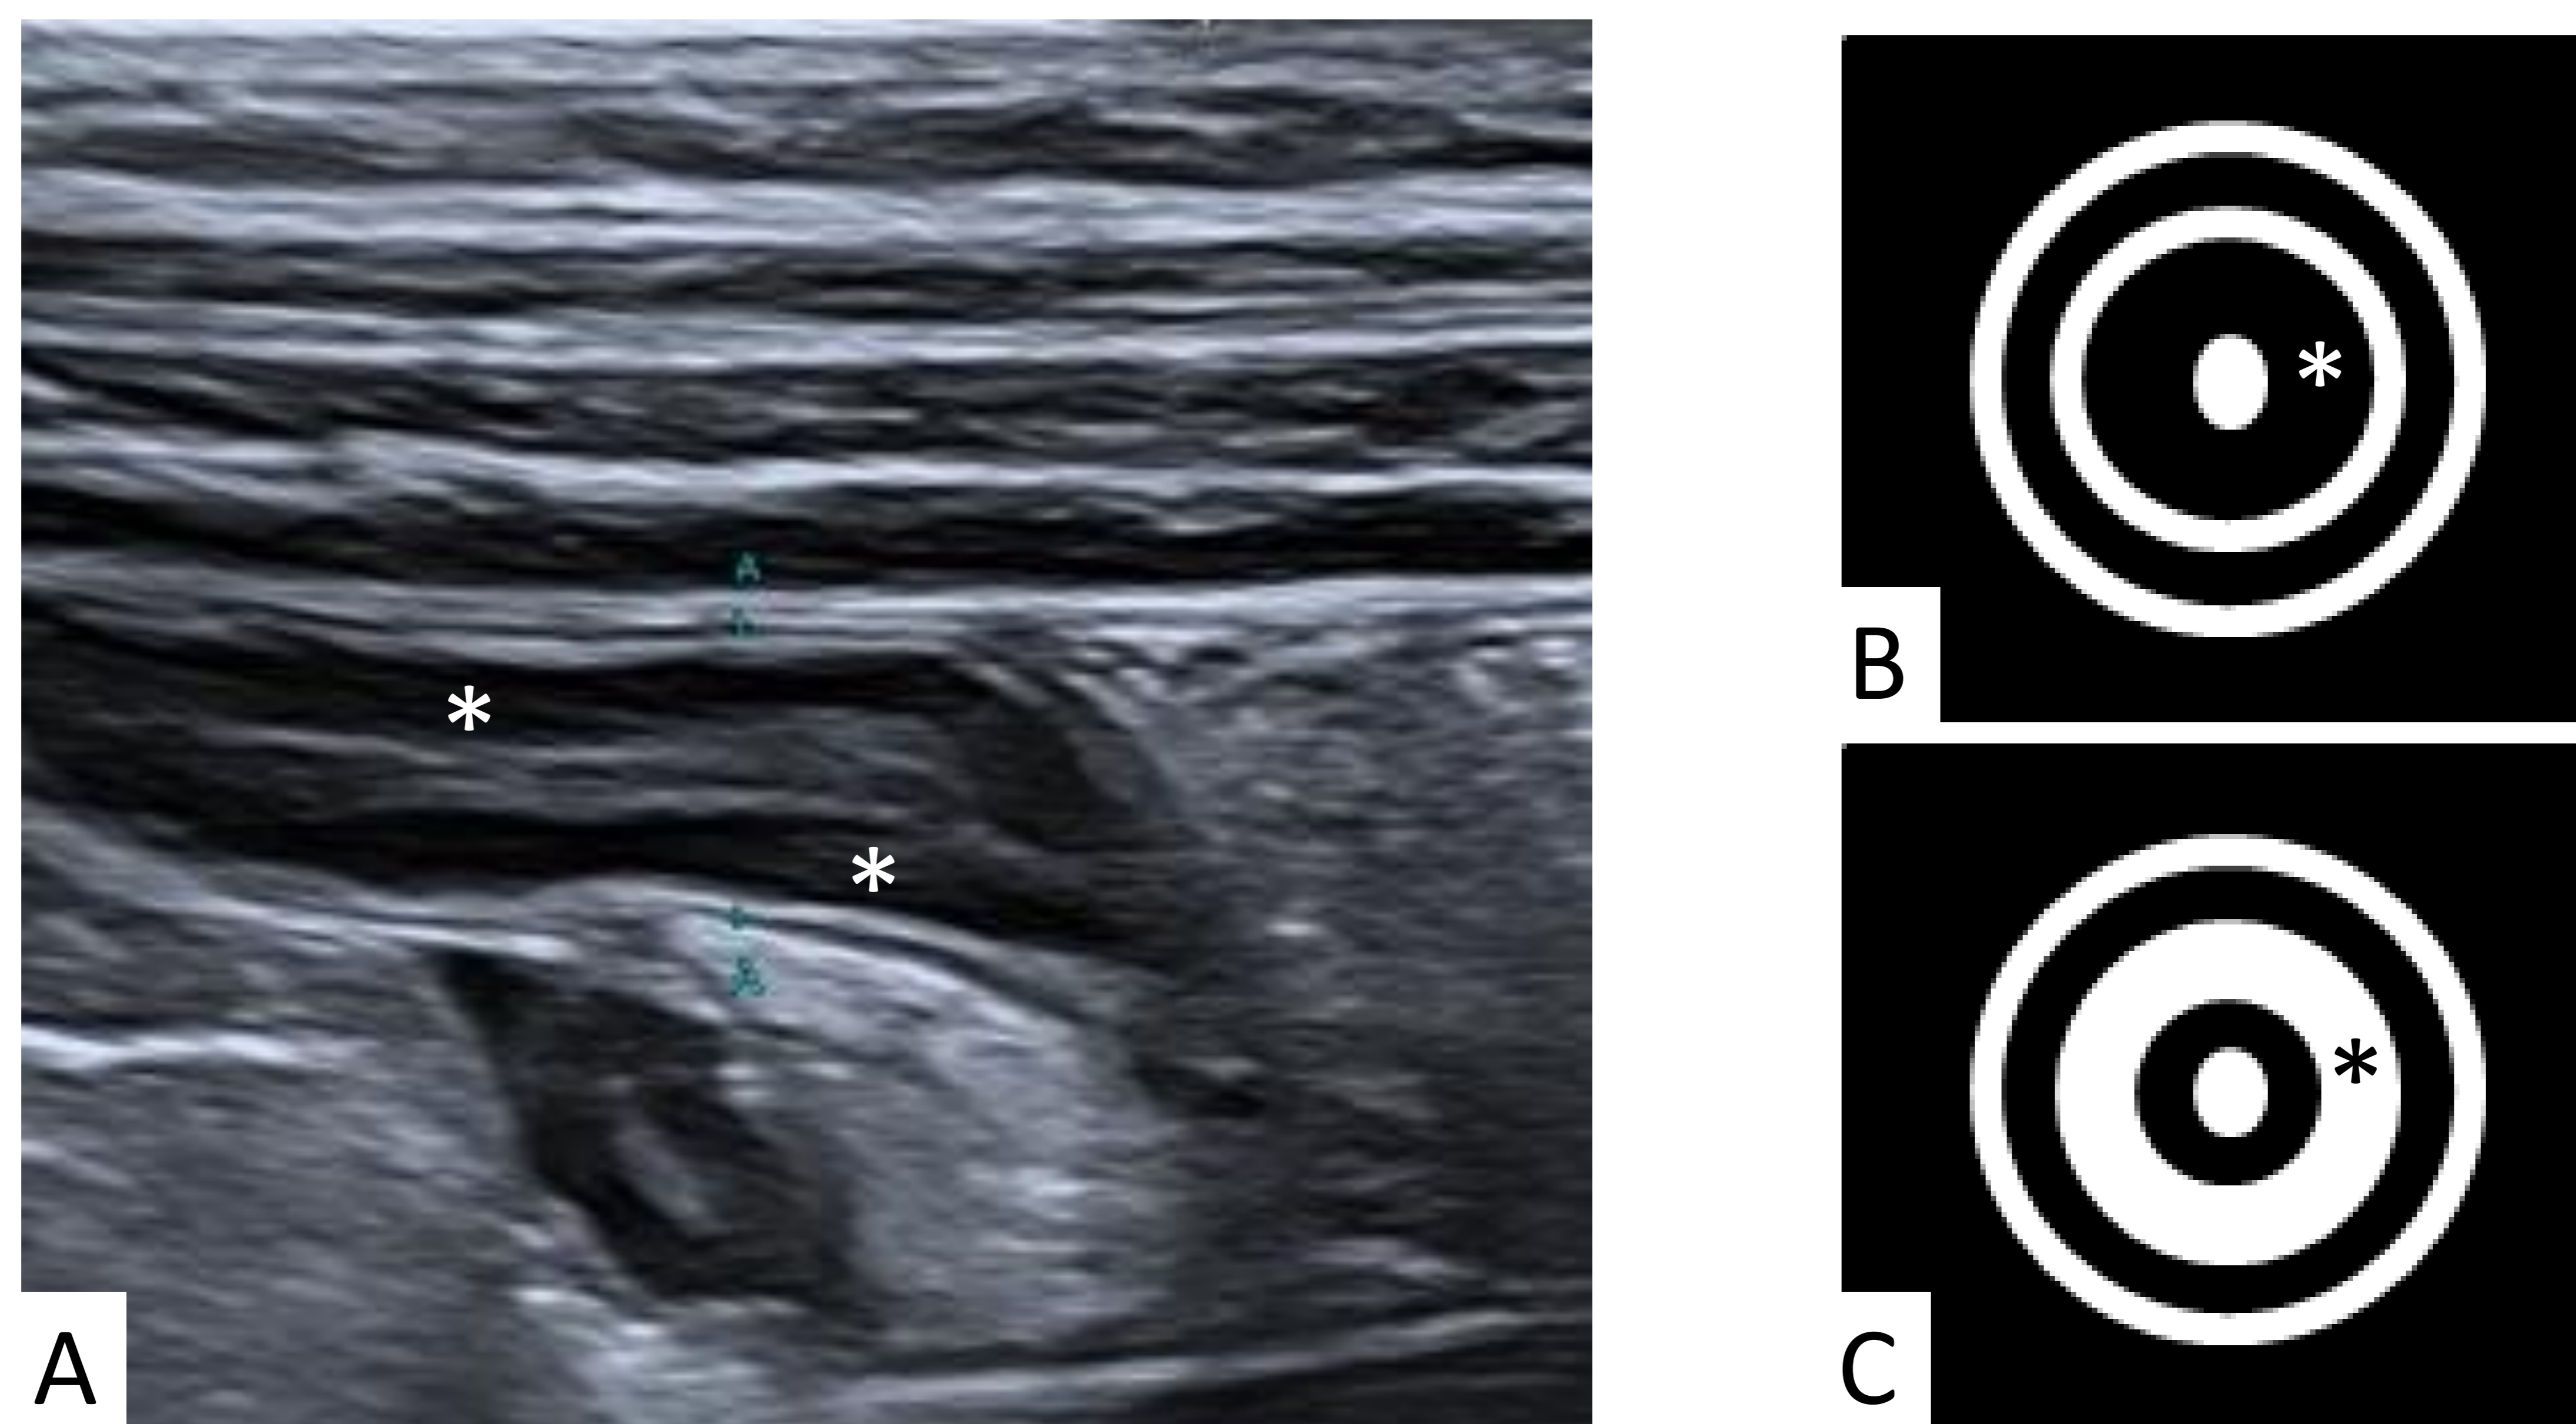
A) Hiperplasia linfoide. Imagen de ecografía del apéndice en su eje longitudinal, con leve aumento de su diámetro y predominio de la capa mucosa, hipoecogénica (\* blanco). B, C) Representación esquemática del apéndice en un corte transversal, donde observamos la diferencia entre la hiperplasia folicular (B), con predominio de la mucosa (\* blanco), y la apendicitis aguda (C), con predominio de la submucosa, hiperecogénica (\* negro).
